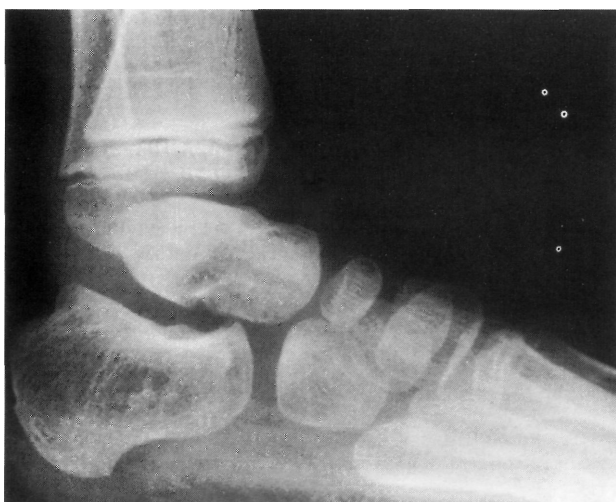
Radiografía lateral en la que se aprecia un aplanamiento de la cúpula del astrágalo.
